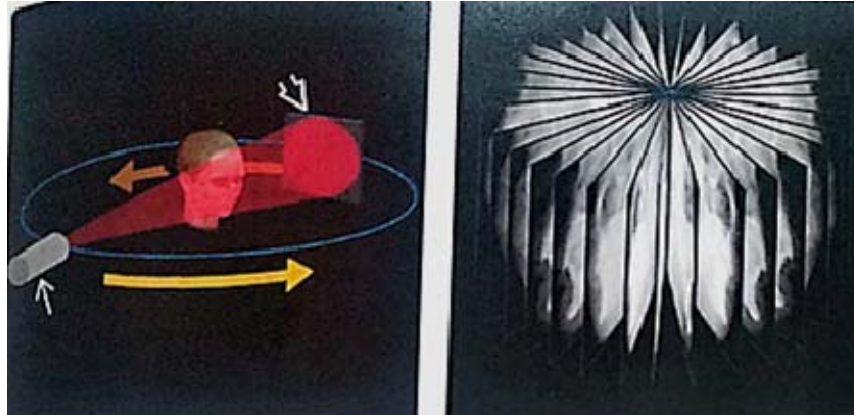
Geometría de adquisición de la CBCT, fuente de rayos X de haz cónico y detector 2D. Fuente: Tamimi D, Hatcher D. Articulación temporomandibular: imagenología especializada. Medellín, Colombia: Amolca; 2019.⁽⁵⁵⁾
